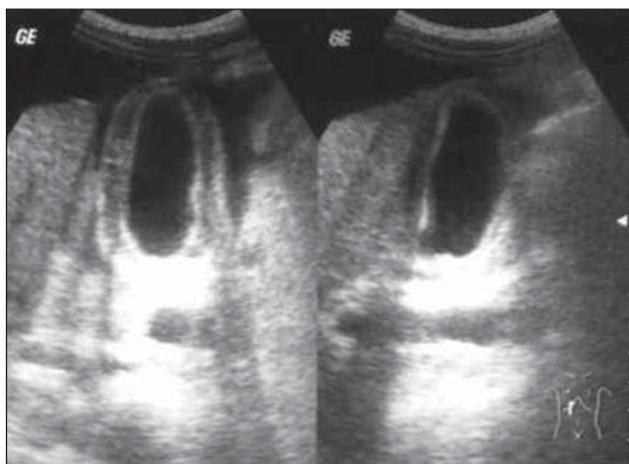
УЗИ печени — симптом «равномерной отёчности и слоистости стенок желчного пузыря», толщина стенки 8 мм.
